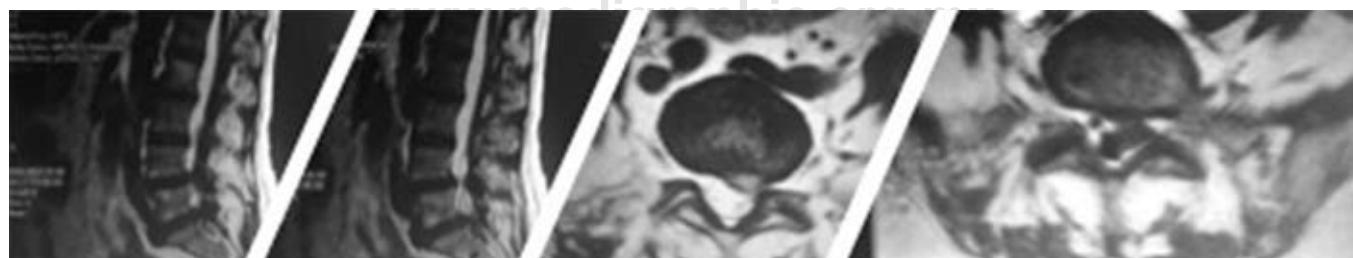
IRM de columna lumbar simple con datos de canal lumbar estrecho por hernia de disco L4-L5, y extrusión discal L5-S1 con compresión radicular izquierda.
